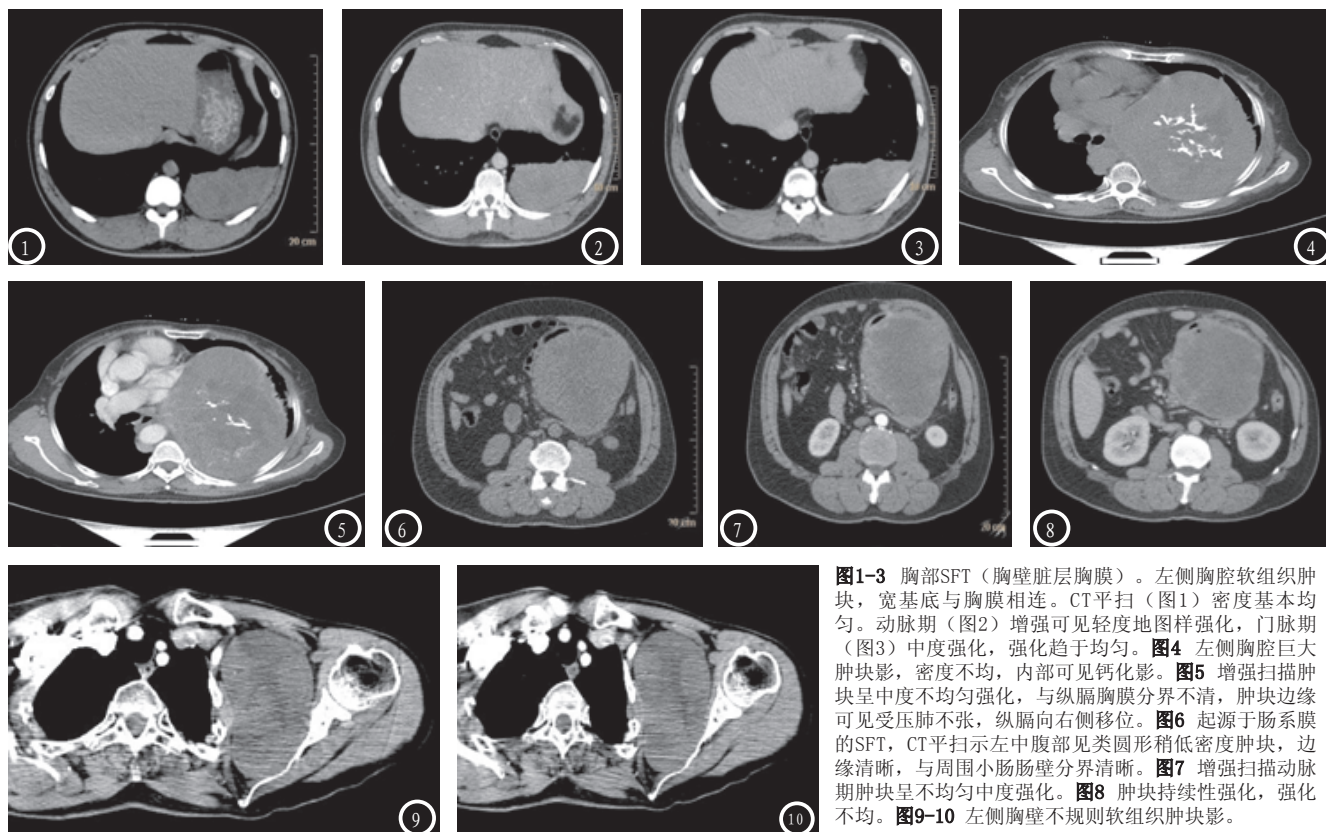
胸部SFT（胸壁脏层胸膜）。左侧胸腔软组织肿块，宽基底与胸膜相连。CT平扫（图1）密度基本均匀。动脉期（图2）增强可见轻度地图样强化，门脉期（图3）中度强化，强化趋于均匀。图4 左侧胸腔巨大肿块影，密度不均，内部可见钙化影。图5 增强扫描肿块呈中度不均匀强化，与纵膈胸膜分界不清，肿块边缘可见受压肺不张，纵膈向右侧移位。图6 起源于肠系膜的SFT，CT平扫示左中腹部见类圆形稍低密度肿块，边缘清晰，与周围小肠肠壁分界清晰。图7 增强扫描动脉期肿块呈不均匀中度强化。图8 肿块持续性强化，强化不均。图9-10 左侧胸壁不规则软组织肿块影。
